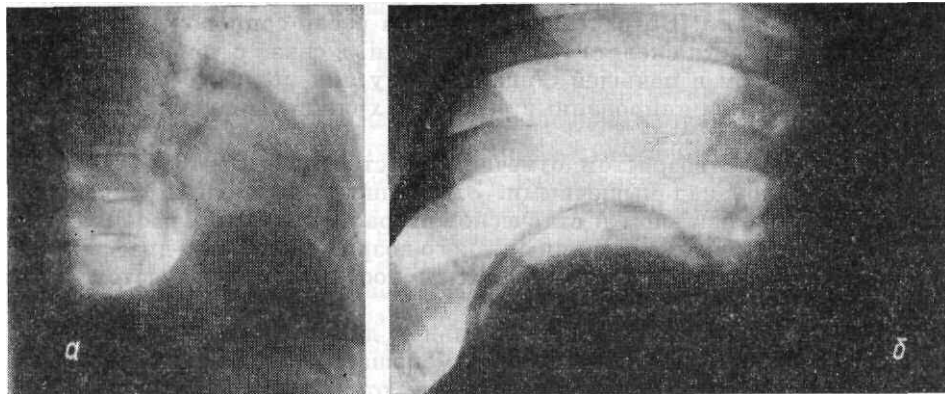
Ограниченная релаксация диафрагмы в переднем отделе справа. а — рентгенограмма в правой боковой проекции; б — прицельная рентгенограмма при диагностическом пневмоперитонеуме.
